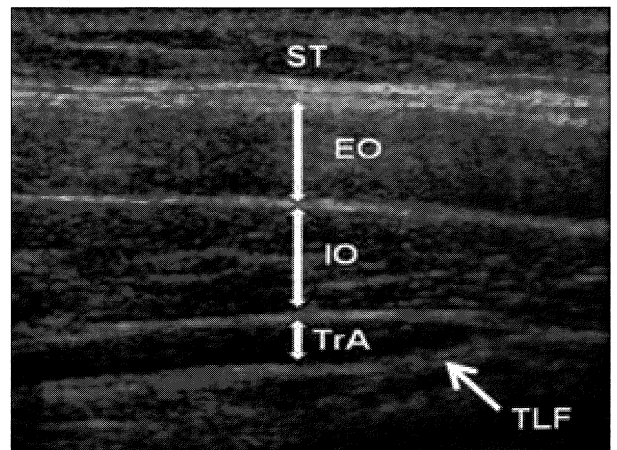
A transverse view of an ultrasound image of a subject's anterolateral abdominal wall. TLF: Thoracolumbar Fascia, TrA: Transversus abdominis, IO: Internal abdominal oblique, EO: External abdominal oblique, ST: Soft tissue
